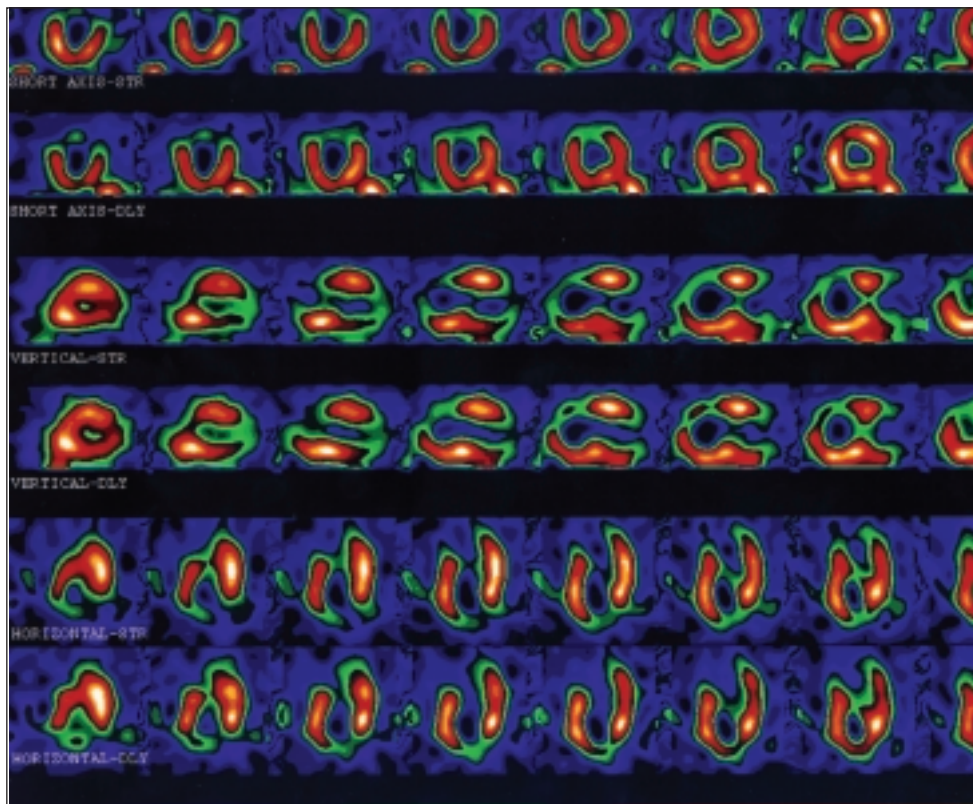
Estudio de perfusión miocárdica SPECT con  $^{99m}\text{Tc}$ -MIBI. Se observa defecto de perfusión en las imágenes de esfuerzo (cortes apicales y medios del segmento anterior) que mejora parcialmente en las imágenes de reposo, en las cuales además, el defecto tiene una captación superior al 30% (excepto zona anterolateral del segmento apical), criterios ambos de viabilidad.
